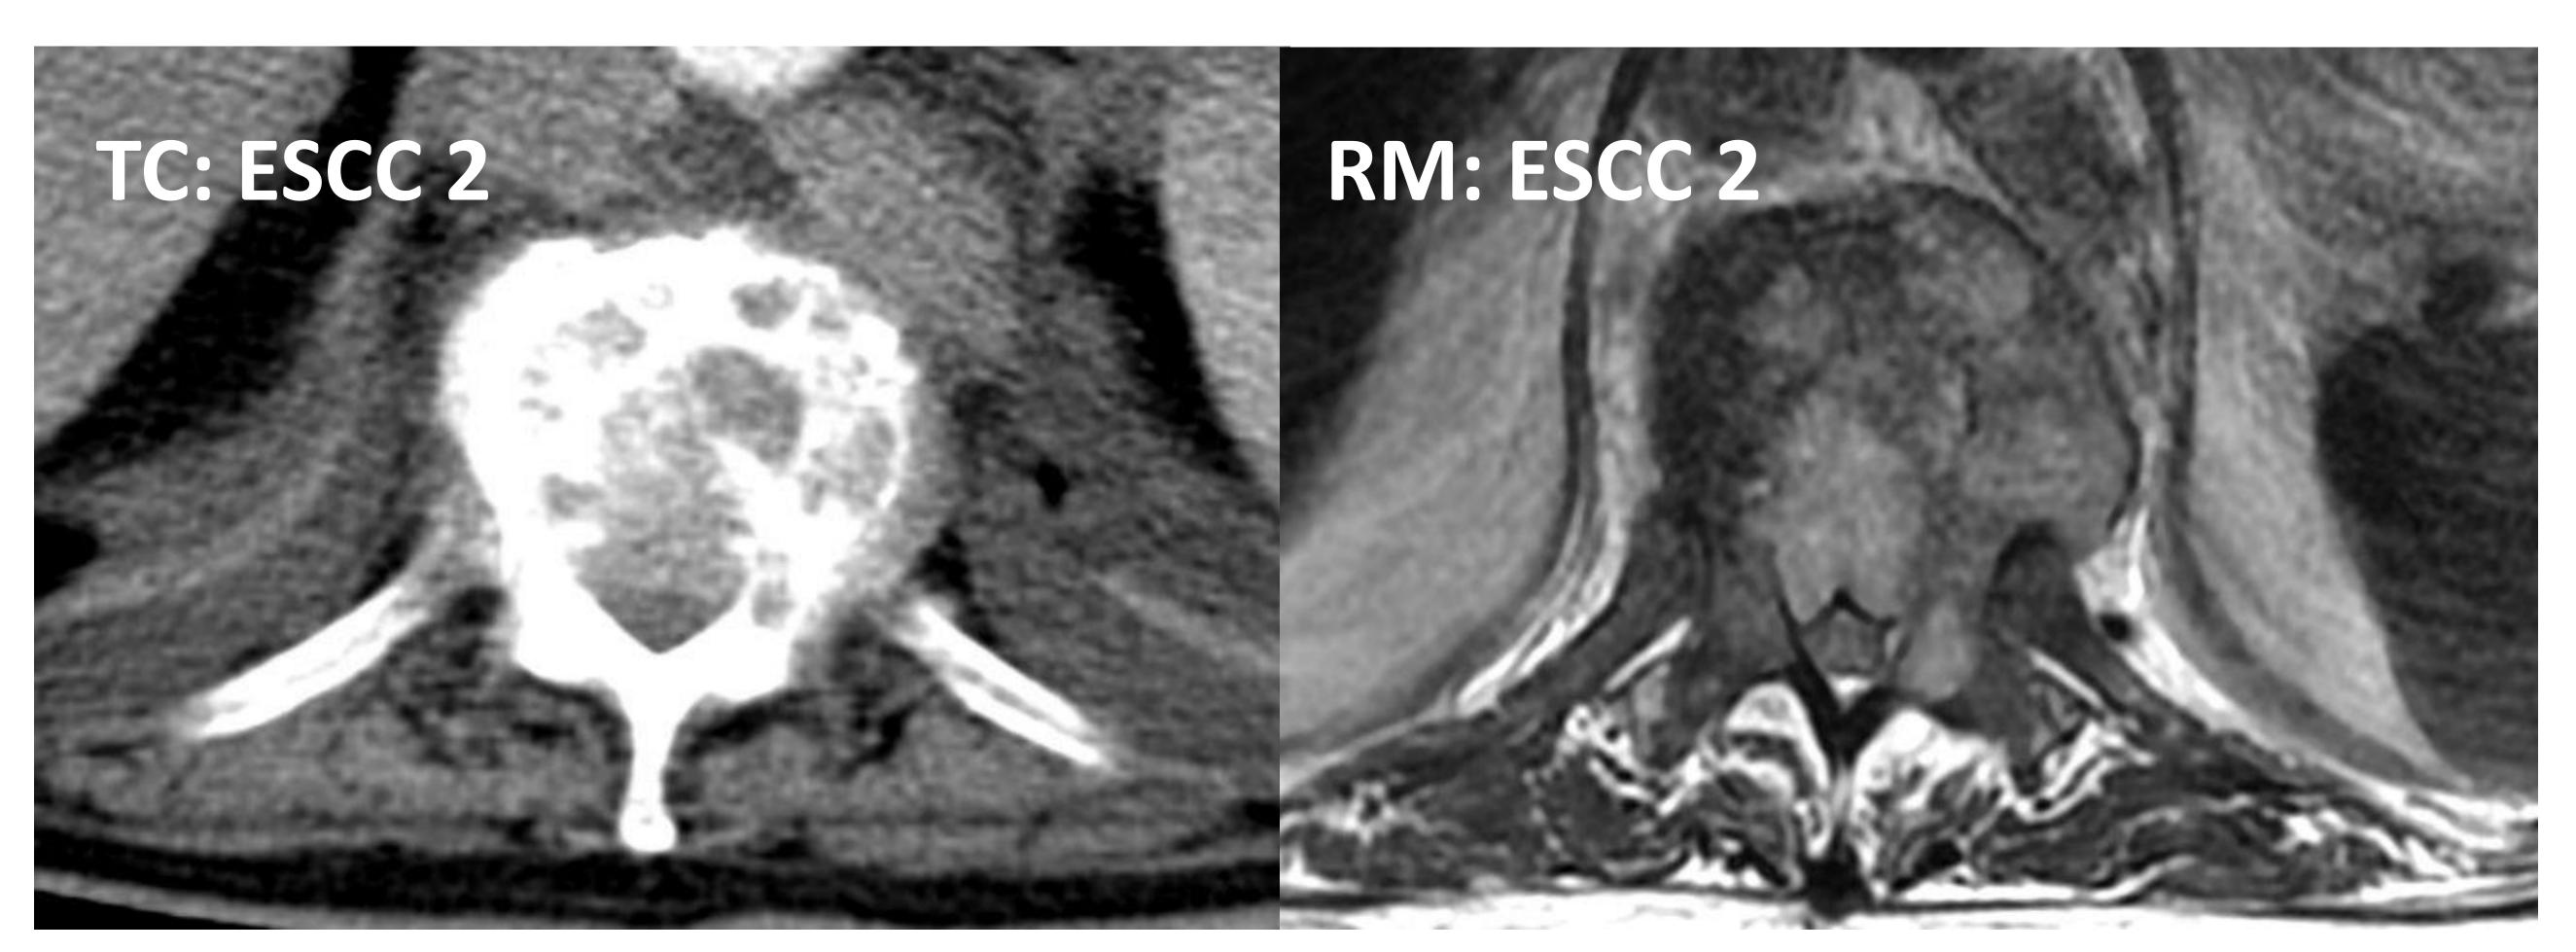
<u>Paciente 9</u>: los resultados de TC y RM concuerdan: ESCC 2; SINS 14 (Inestable)
